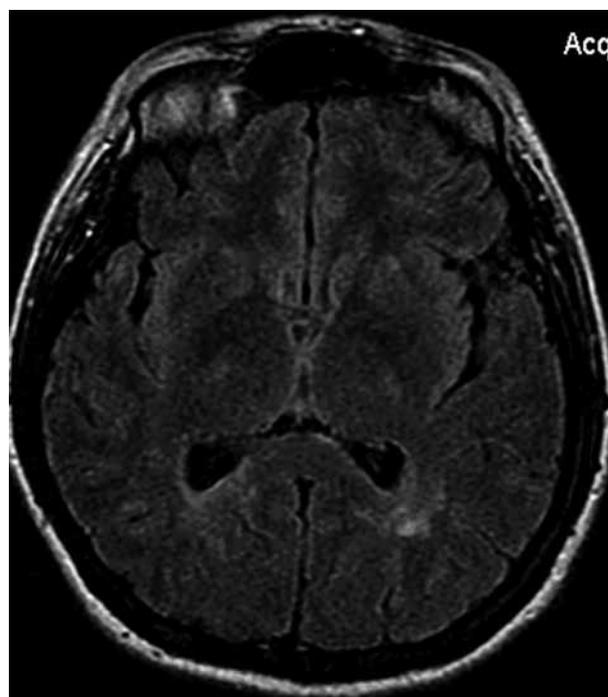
Единичные очаги в белом веществе левой височной доли. Аксиальная МР-томограмма в последовательности T2 FLAIR
